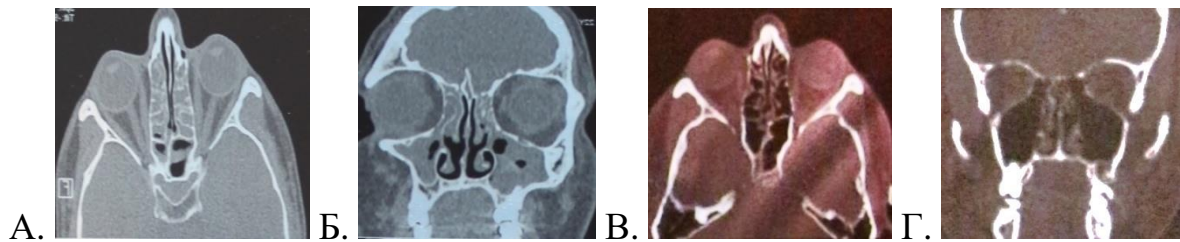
Компьютерная томография околоносовых пазух пациента 4-й группы: а, б – до лечения; в, г – через 3 месяца после начала лечения.
